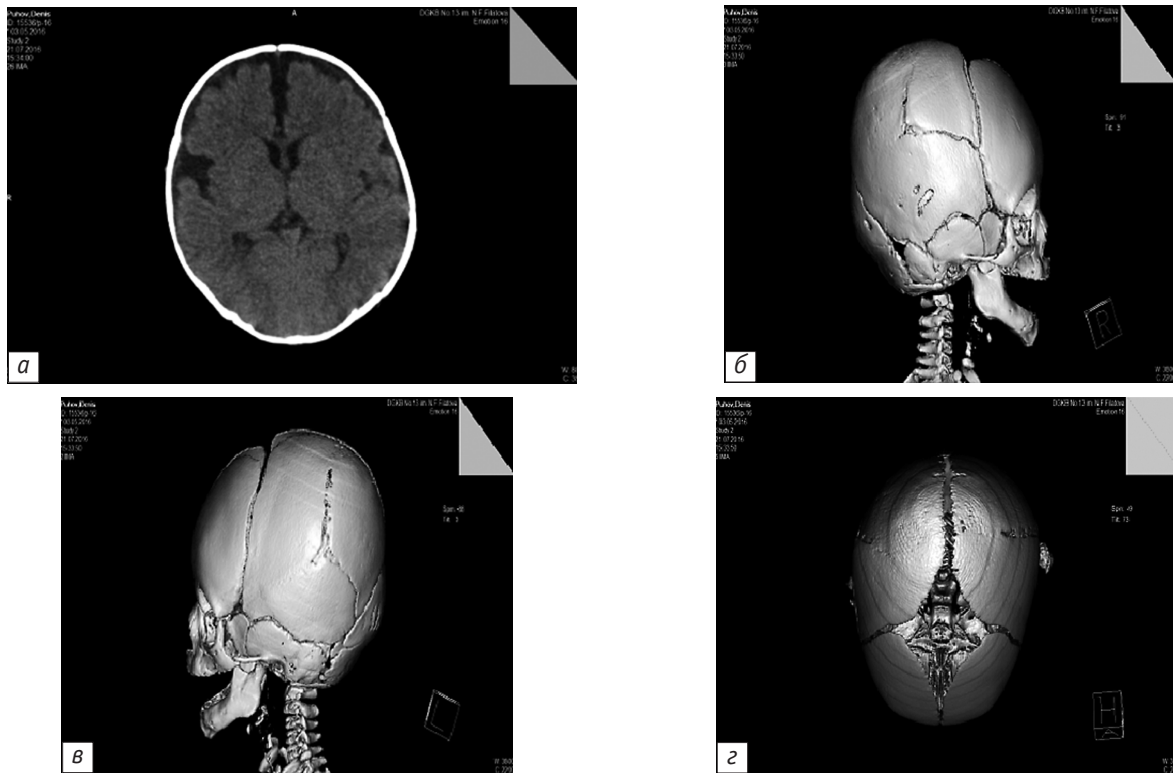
КТ головного мозга и костей черепа ребенка П.
